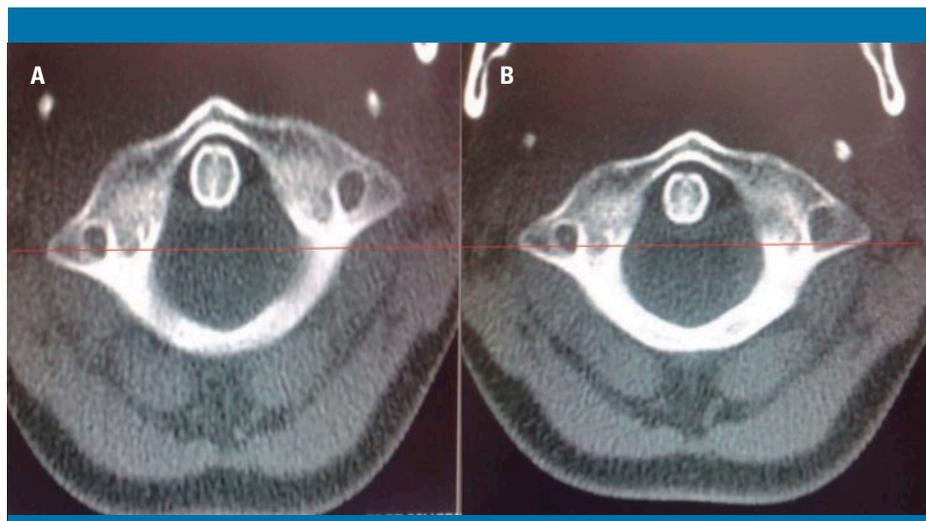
Imagen de tomografía computarizada (TC) craneal pretratamiento (A) con subluxación rotatoria unilateral, anterior atloaxial. Imagen de TC postratamiento (B) con mejora de la alineación cervical
